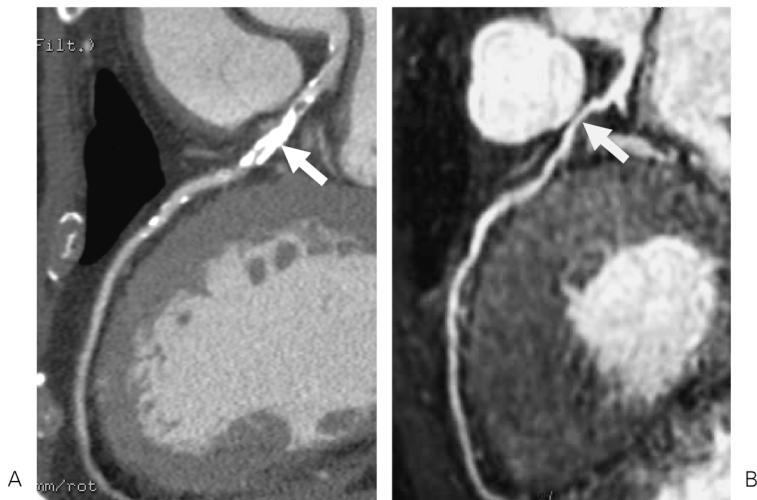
A : CT coronary angiography, B : Whole heart coronary MRA Curved reformatted images of CT coronary angiography acquired with 64-slice multi-slice CT and of whole heart coronary MR angiography in a 71-year-old patient with effort chest pain. On CT coronary angiography (A), heavy calcification of atherosclerotic plaque is observed in the proximal left anterior descending artery (LAD), making assessment of luminal narrowing impossible. On whole heart coronary MR angiography (B), coronary arterial lumen is well visualized and moderate stenosis in the proximal LAD is observed.
